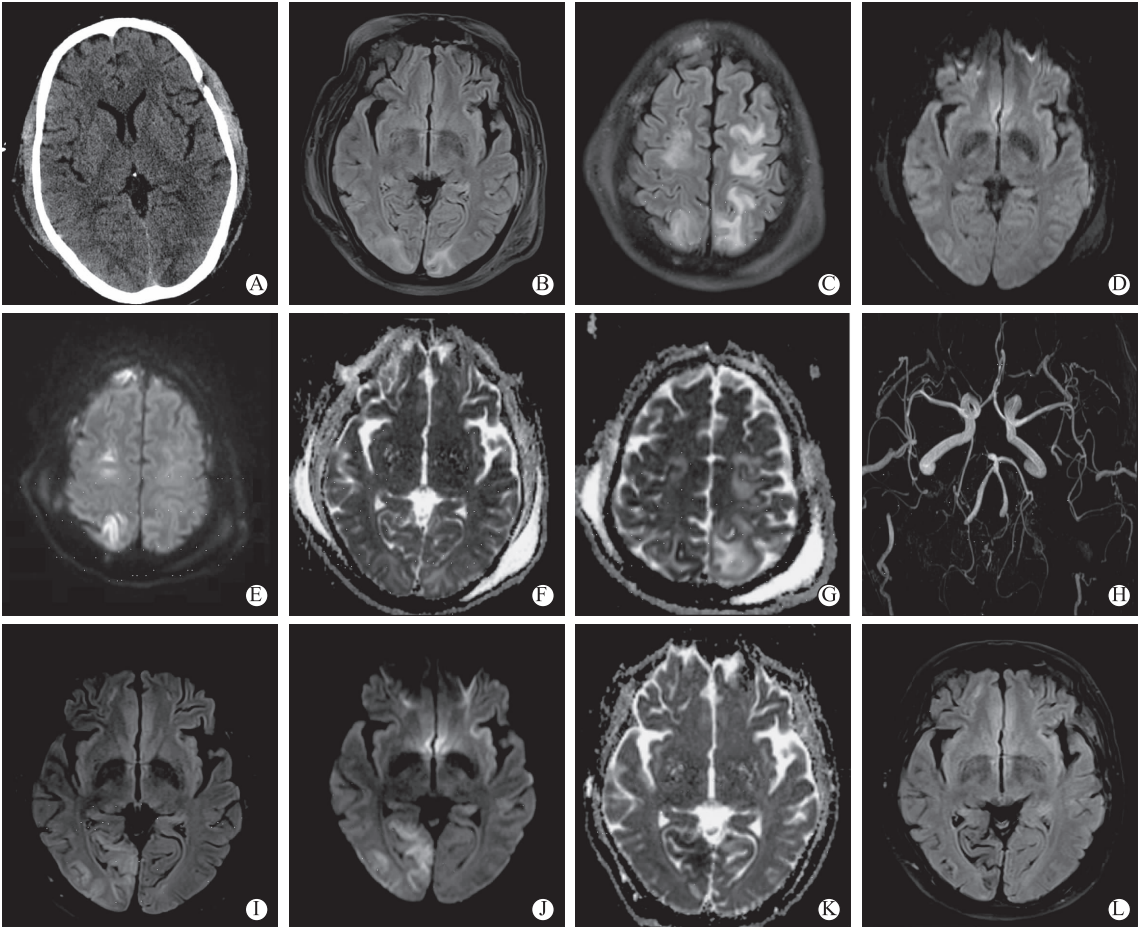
颅脑 CT 示双侧枕叶低密度灶及双颞部软组织肿胀、左侧额部骨质破坏(A)；颅脑 MR 示双侧枕顶额叶异常信号、软组织肿胀，FLAIR 呈高信号(B,C)，DWI 呈等、高信号(D,E)，ADC 呈高信号(F,G)，MRA 正常(H)；20 d 后颅脑 MR 示左侧枕叶病灶消失，右侧枕叶病灶增大，FLAIR 呈高信号(D)，DWI 呈高信号(J)，ADC 呈低信号(K)；2 月后 FLAIR 示右侧枕叶局部萎缩(L)
